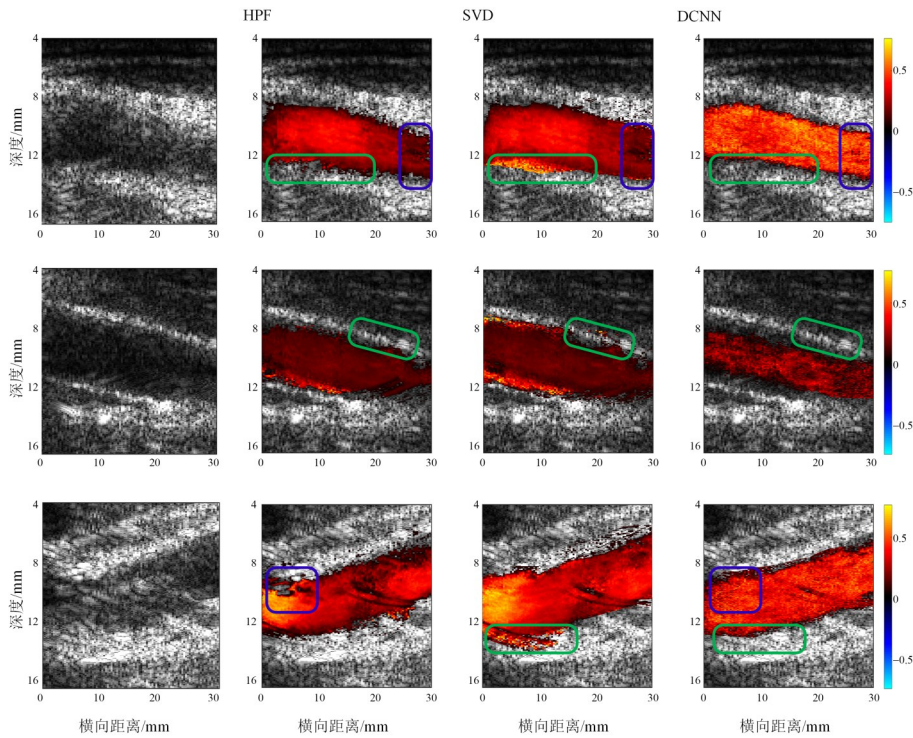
颈动脉超声平面波图像以及 HPF、SVD、DCNN 对应的彩色血流成像
